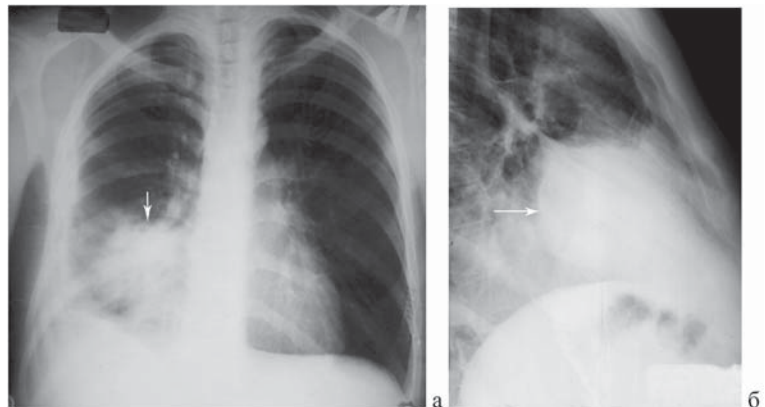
Блокированный абсцесс средней доли правого легкого (отмечен стрелкой). Рентгенограмма грудной клетки в прямой (а) и правой (б) боковой проекции.
